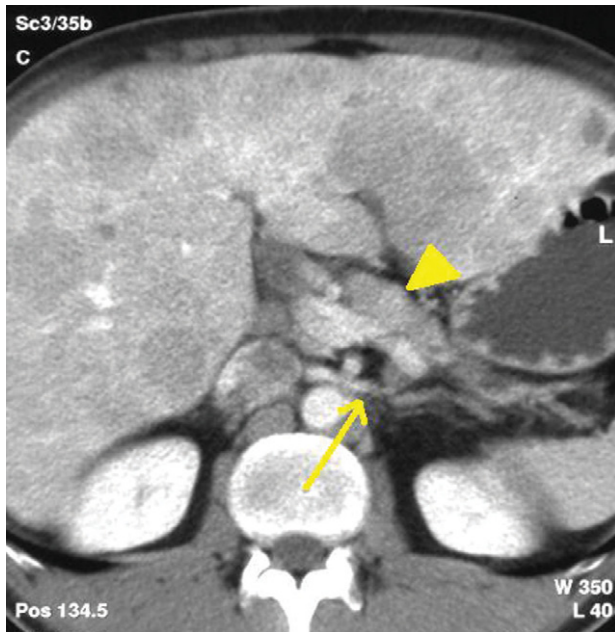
Punta de flecha: tumor neuroendocrino; flecha: vena esplénica. Tomografía computarizada helicoidal previa a cirugía (fase venosa precoz): imagen nodular de 1,5 cm en cara anterosuperior de la zona de transición entre cabeza y cuerpo pancreático. Metástasis hepáticas múltiples.
